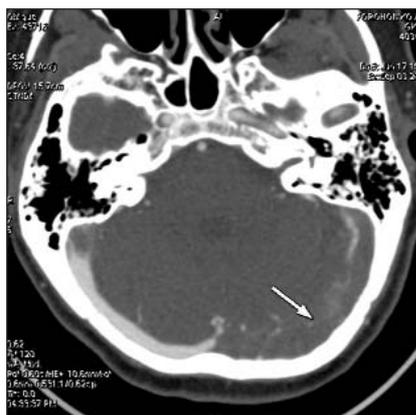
МСКТ больной П. Тромбоз сигмовидного и поперечного синусов
